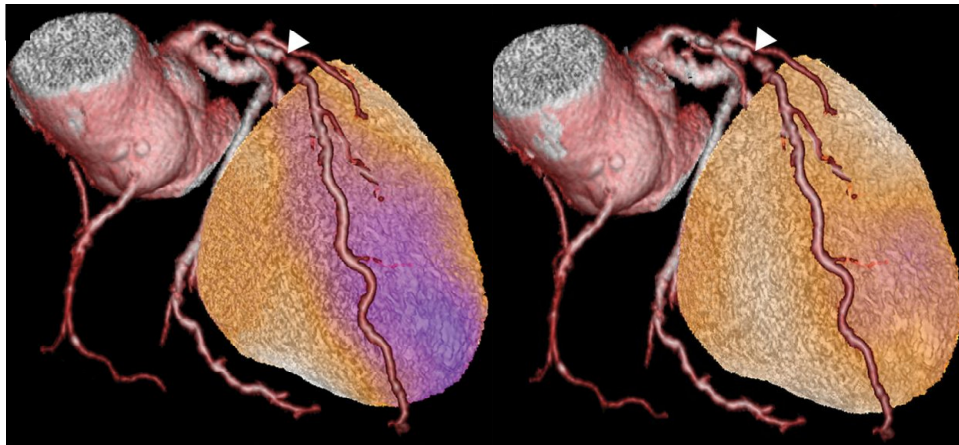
Ejemplo de fusión anatomofuncional: la imagen de perfusión obtenida mediante SPECT se ha superpuesto a la de tomografía computarizada coronaria tridimensional. A la izquierda se observan la estenosis de la arteria descendente anterior (punta de flecha) y el área asociada de isquemia miocárdica en estrés (en rosa). A la derecha, el estudio en reposo normal.
